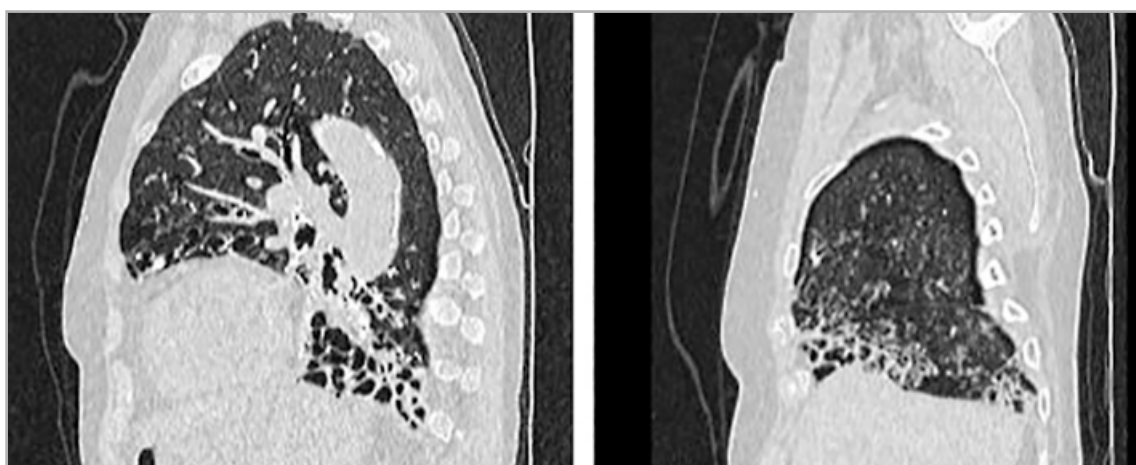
КТ-томограмма в сагиттальной плоскости. Легочное окно. Визуализируется заметное уменьшение размеров язычковых сегментов левого легкого (слева) и средней доли правого легкого (справа)
